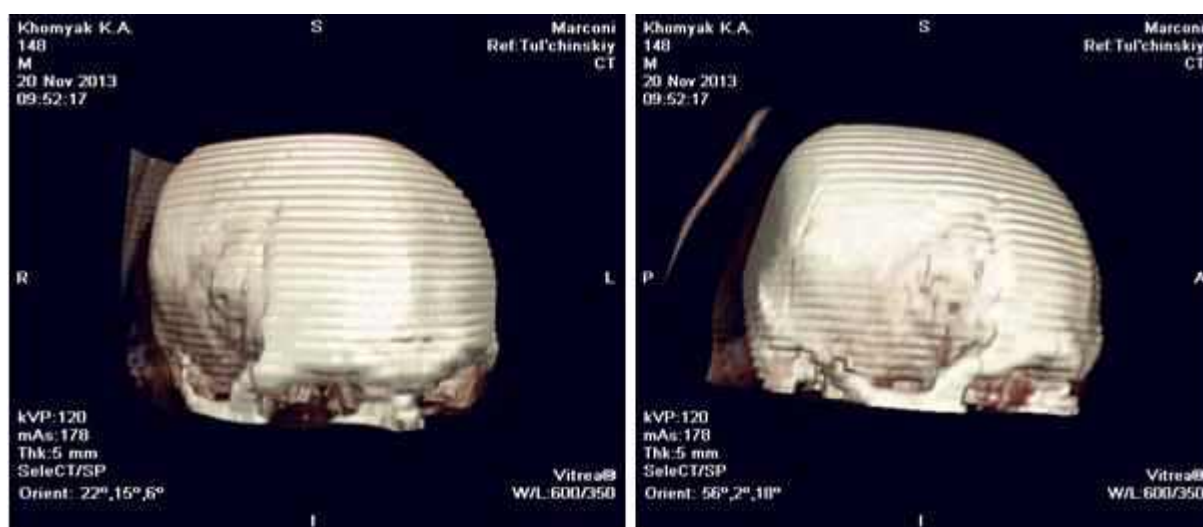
Спостереження № 1. 3-D-реконструкція КТ пацієнта Х-як, 41 рік (історія хвороби №380), виконана через 7 років після краніопластики.
